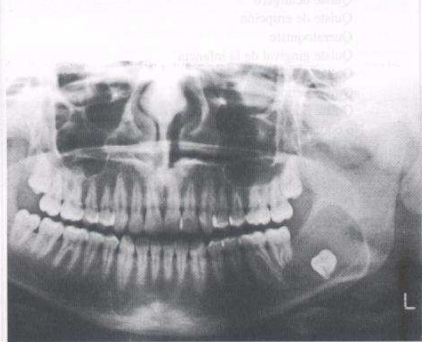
Quiste dentígero. Radiografía panorámica; el tercer molar inferior presenta una zona radiolúcida que produjo la expansión de la basal mandibular.
